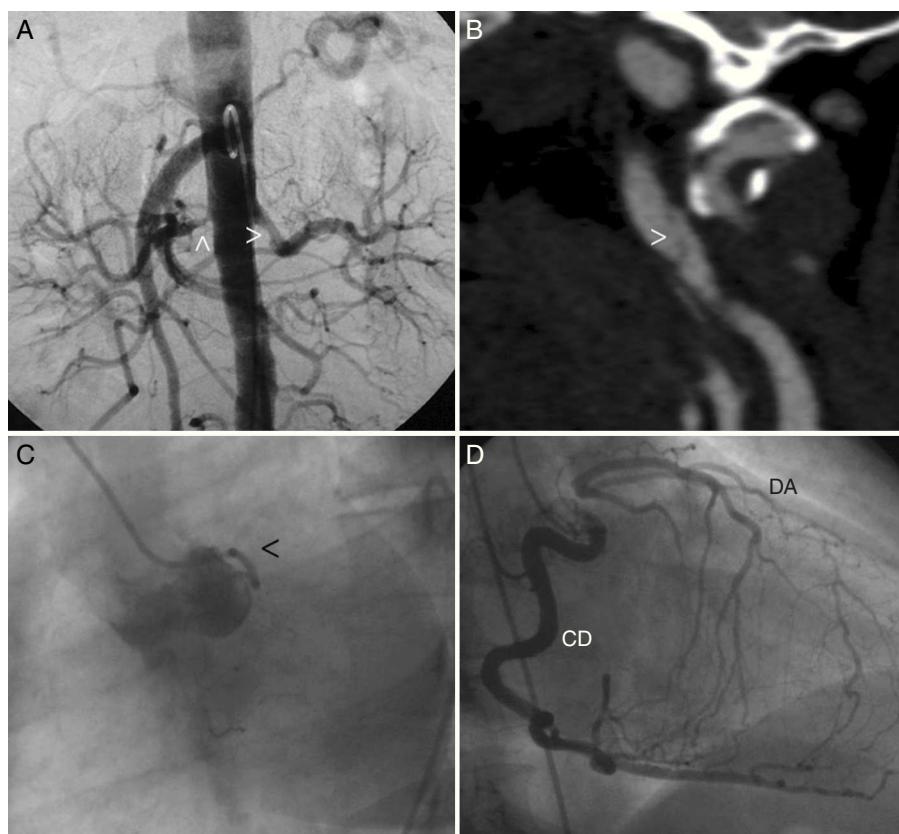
A) Aortografía abdominal evidenciando estenosis proximal a nivel de ambas arterias renales (punta de flecha). B) Angiografía por tomografía computarizada donde se observa disección de la arteria carótida izquierda (punta de flecha). C) Coronariografía izquierda (oblicua anterior izquierda) donde únicamente se ve una arteria circunfleja de escaso desarrollo (punta de la flecha). D) Coronariografía derecha (oblicua anterior derecha) donde se evidencia una coronaria derecha (CD) dominante que rellena por circulación colateral de la descendente anterior (DA), que se encuentra ocluida a nivel proximal.
